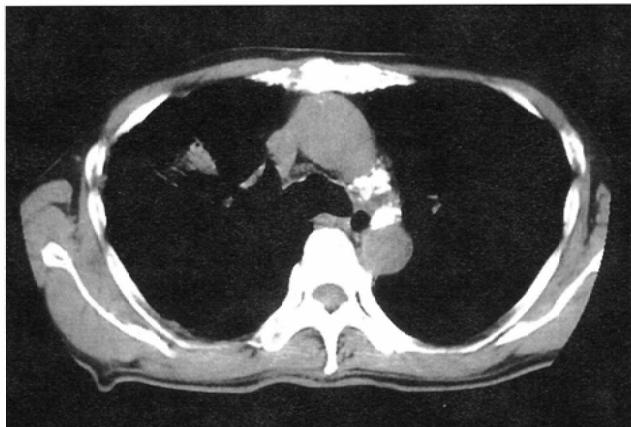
CT images 48 days after the completion of thoracic radiotherapy
